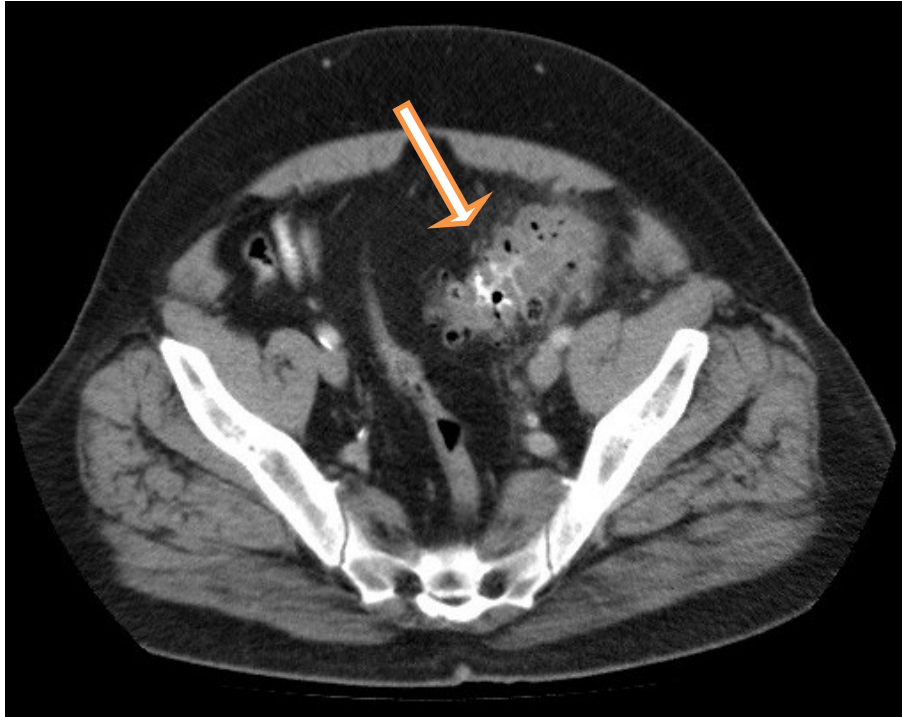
zeigt zwei computertomographische Bilder eines Patienten mit akuter Sigmadivertikulitis (Universitätsmedizin Rostock). Zu sehen ist eine deutliche Inhibierung des die Divertikel umgebenden Fettgewebes im Sinne einer phlegmonösen Entzündung ohne Anhalt für Abszedierung, entsprechend Stadium Hansen/Stock IIA.
